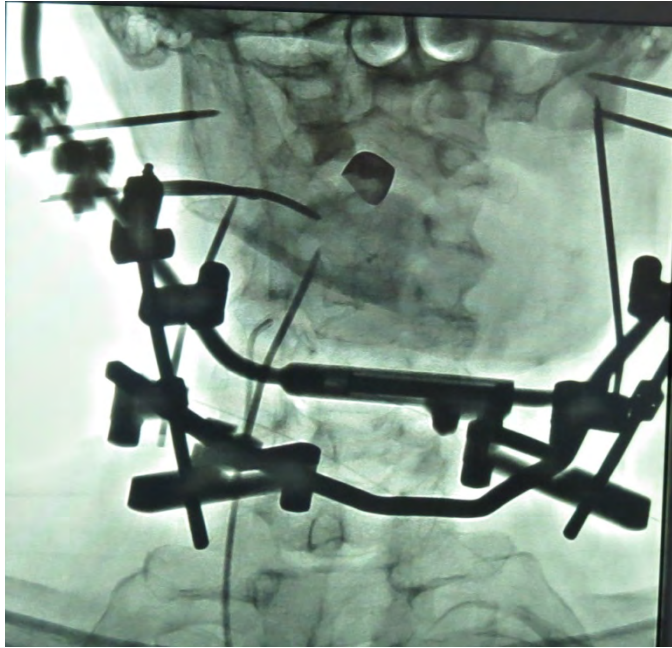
Субтракционная рентгенэндоваскулярная ангиография пациентки Ц. в раннем послеоперационном периоде с установленным устройством для устранения биомеханических нарушений
